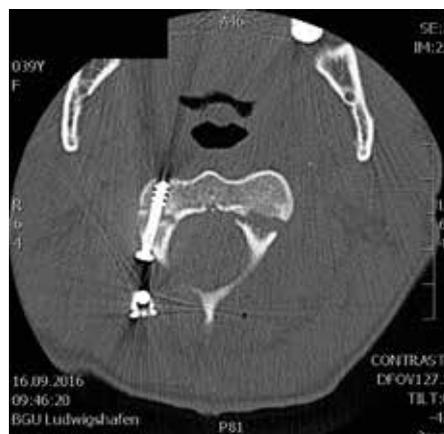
Darstellung der gleichen Judet Schraube rechts im postoperativen CT
